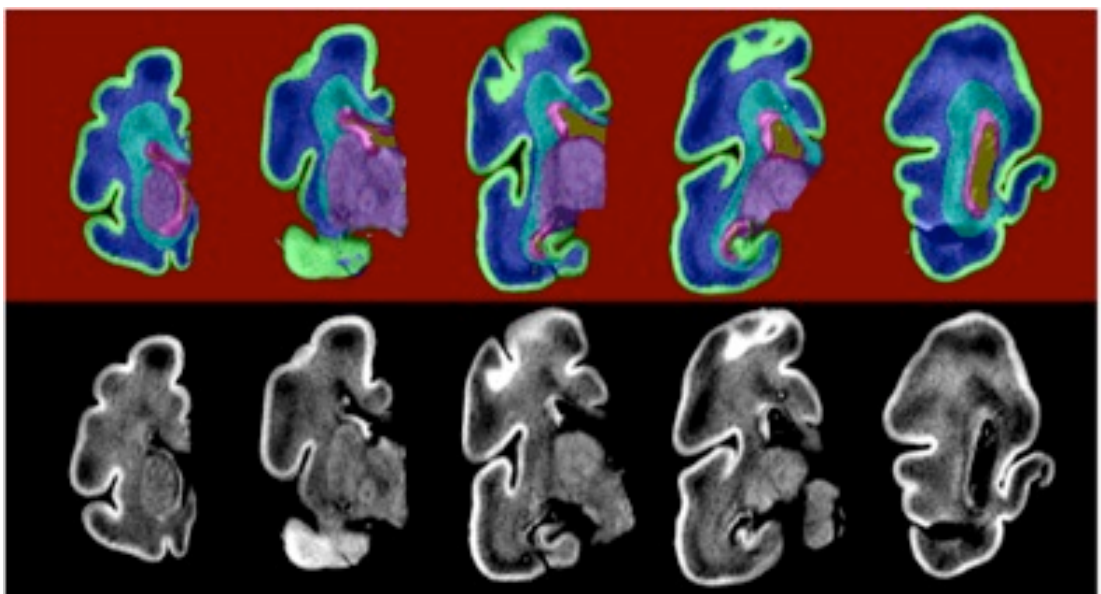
FAZA A. *Primjer ručno popravljene segmentacije slika (klasifikacije voksela) dobivenih metodom magnetske rezonancije u tkivne klase. T1 snimke fetalnog mozga starog 11 TNZ (donji red) s dodatnom segmentacijom istih slika (gornji red). Oznake: zeleno (kortikalna ploča), plavo (intermedijalna zona s uključenim vanjskim dijelom subventrikularne zone bogate vlaknima), ružičasto (proliferacijske zone), ljubičasto (bazalni gangliji s diencefalonom). Ručno popravljanje obavljeno je na sve tri orijentacije slika kako bi se dobili točniji podatci.*
